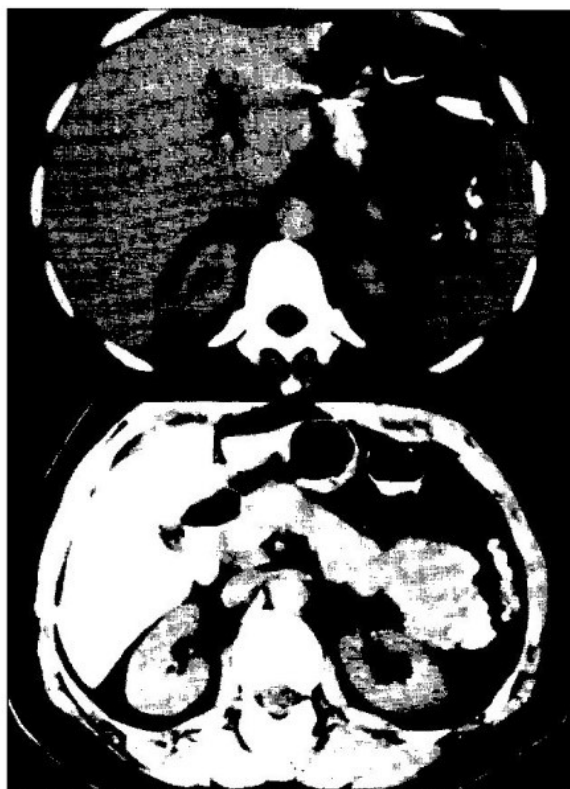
Tumor misto com calcificações. Nas imagens de TC, prévias à injeção de contraste ev, são visualizadas calcificações, amorfas e punctiformes, na periferia da massa pancreática. A anatomia patológica identificou-as, localizadas na cápsula fibrosa.
